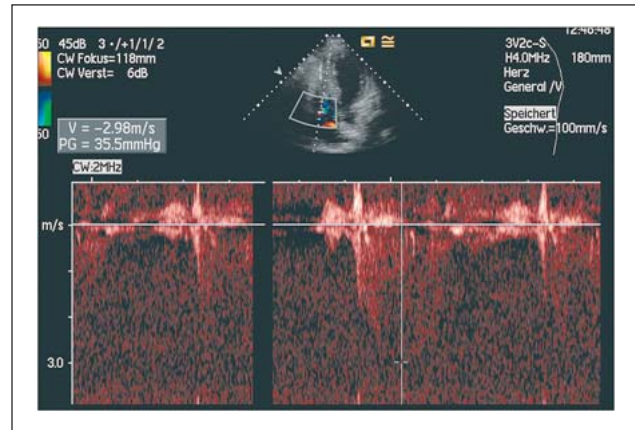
Geschwindigkeit über der TK
